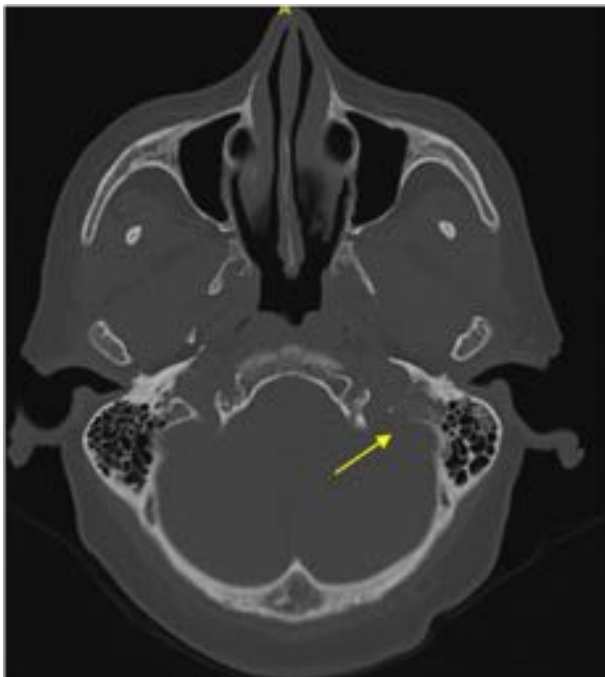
TC de peñascos correspondiente a la paciente de la figura 7 donde se aprecia una lesión nodular en la vertiente posteroinferior del hipotímpano izquierdo (flecha roja), con una afectación ósea
